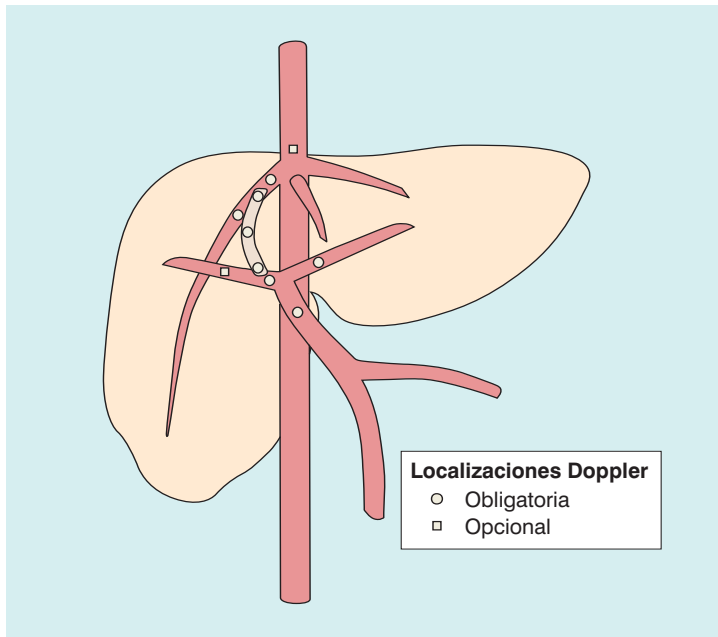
Ilustración de una TIPS y su vascularización relacionada en una configuración estándar entre la vena hepática derecha y la rama derecha de la vena porta. Los círculos azules indican aquellos puntos en los que se debe obtener el trazado Doppler para una valoración ecográfica completa de la TIPS. Figura por cortesía de Gerald Mulligan, MD.
